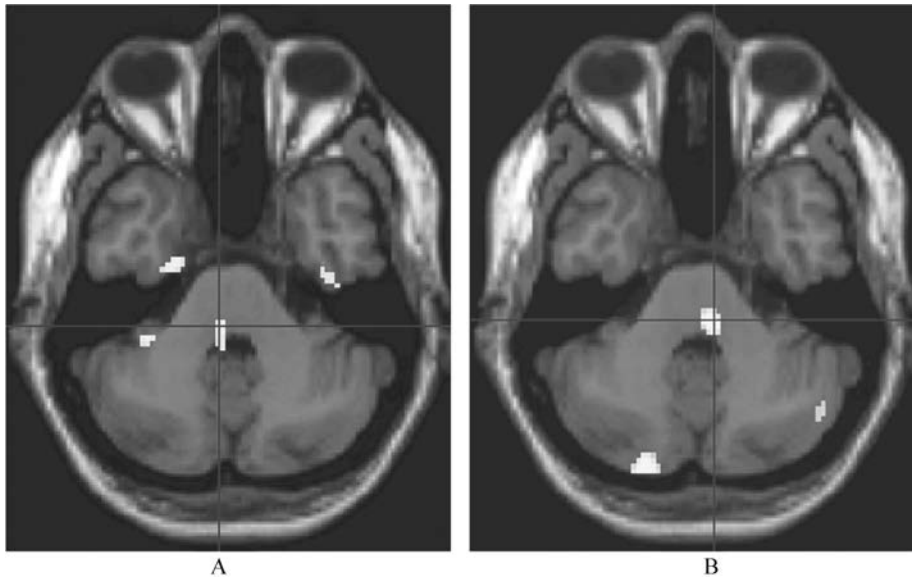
正电子发射断层成像(PET)的脑膜强化
